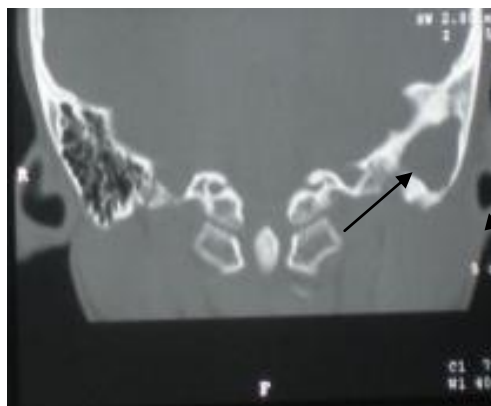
Rontgen mastoid sinistra
